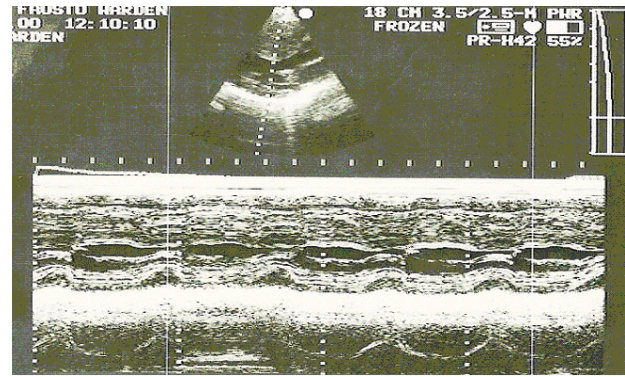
Ecocardiograma Modo M de un paciente con Miocardiopatía Hipertrofica presentando desproporcionada hipertrofia del septum interventricular en relación a la pared posterior.
